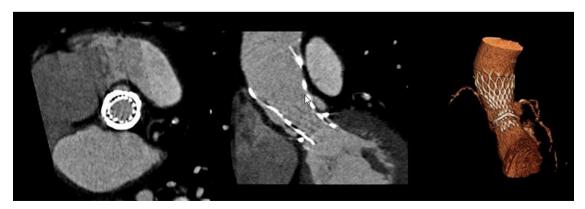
Imagens de tomografia computorizada multidetetores evidenciando o correto posicionamento e expansão da CoreValve, 6 meses após a implantação.
